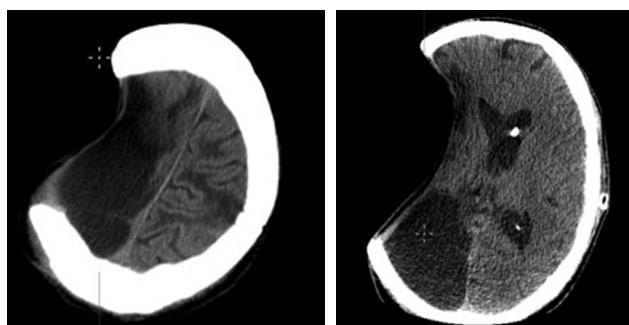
Пациент С. КТ — трепанационный дефект в лобно-височно-теменной области справа размерами 9,2 × 13,7 см (площадь дефекта 153 см²). Определяется зона кистозно-атрофических изменений правой гемисферы. Срединные структуры смещены влево до 0,4 см. Боковые желудочки расширены, симметричны. В области тела левого бокового желудочка имеется проксимальный край вентрикулярного шунта (в анамнезе минно-взрывная травма)
